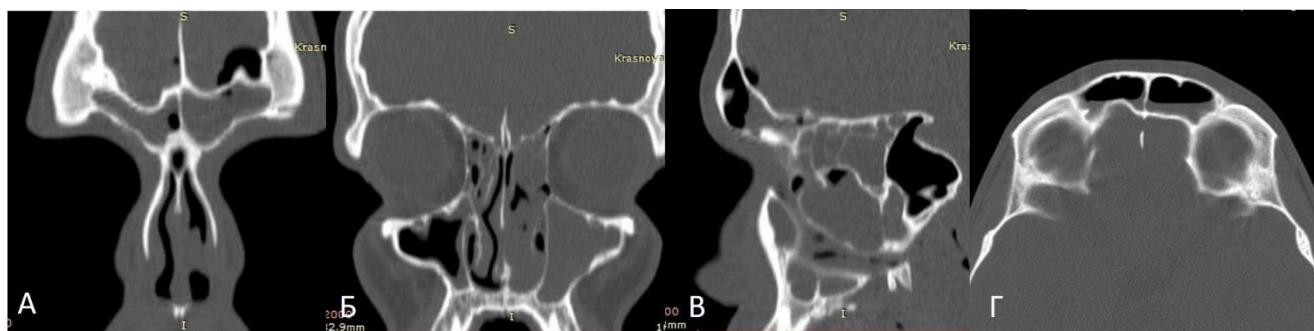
КТ околоносовых пазух пациента К., 23 лет, при поступлении в стационар в коронарной (А, Б), сагиттальной (В) и аксиальной (Г) проекциях
